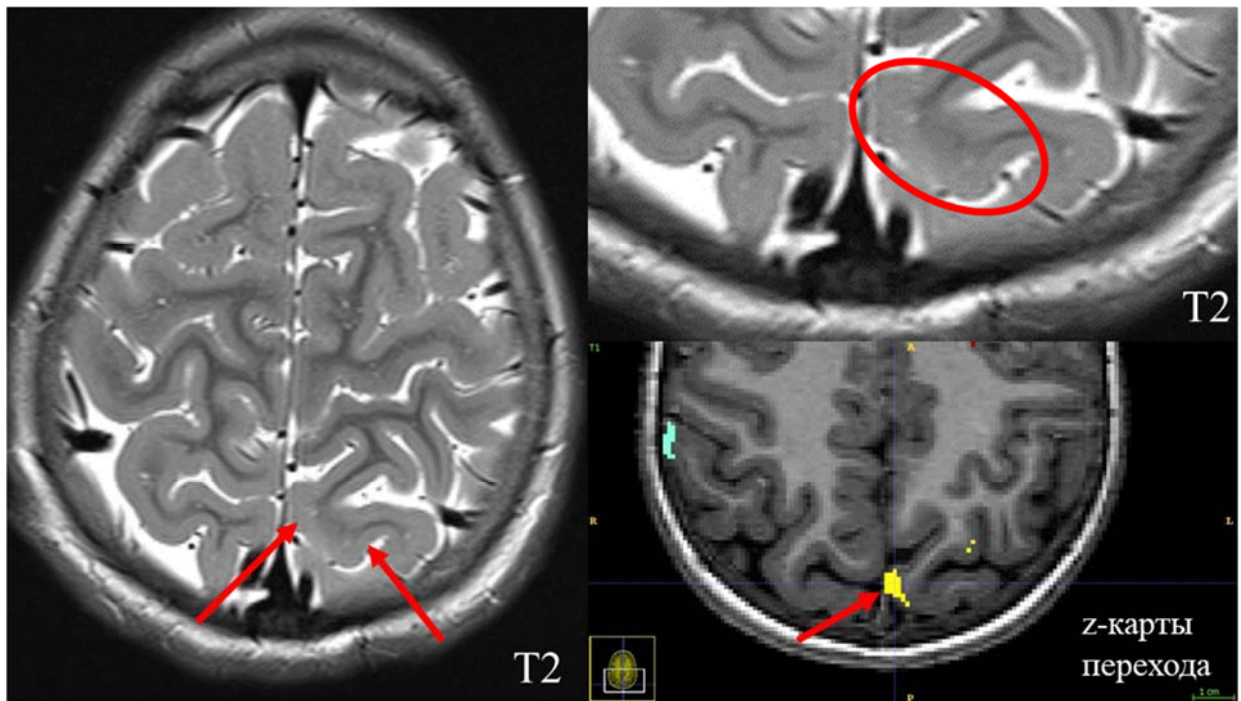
МРТ пациента с ФКД левой теменной доли (красный круг, красные стрелки). По данным МРТ отмечаются структурные нарушения левой теменной области, в виде небольшой зоны нарушения перехода серого и белого вещества. z-карта нарушения границы серого и белого вещества демонстрирует anomalно яркую зону (красная стрелка), совпадающая с данными МРТ-исследования
